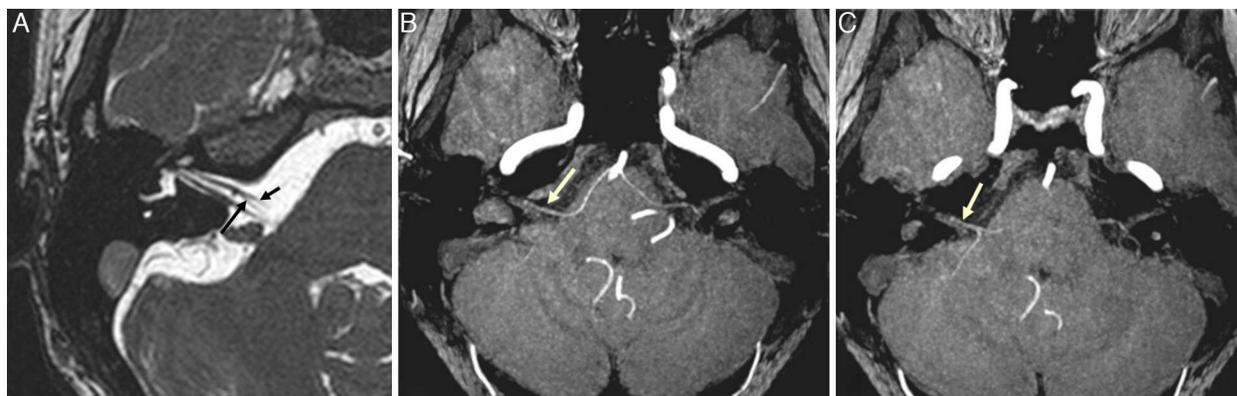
Resonancia magnética de alta resolución a nivel del ángulo pontocerebeloso. A) Imagen con secuencia 3D-FIESTA (three-dimensional fast imaging using steady-state acquisition): se observa contacto vascular (flecha larga) con el nervio facial derecho (flecha corta). B, C) Angiografía por resonancia magnética 3D-TOF (three-dimensional time-of-flight): se observa un bucle vascular de la arteria cerebelosa anteroinferior derecha (flecha) en el interior del conducto auditivo interno.
